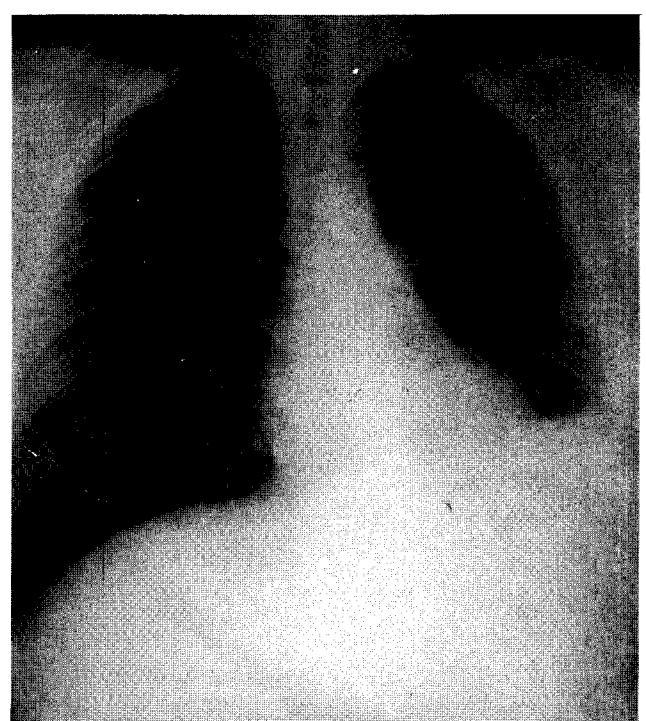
Postoperative chest x-ray film(after left lower lobectomy)
